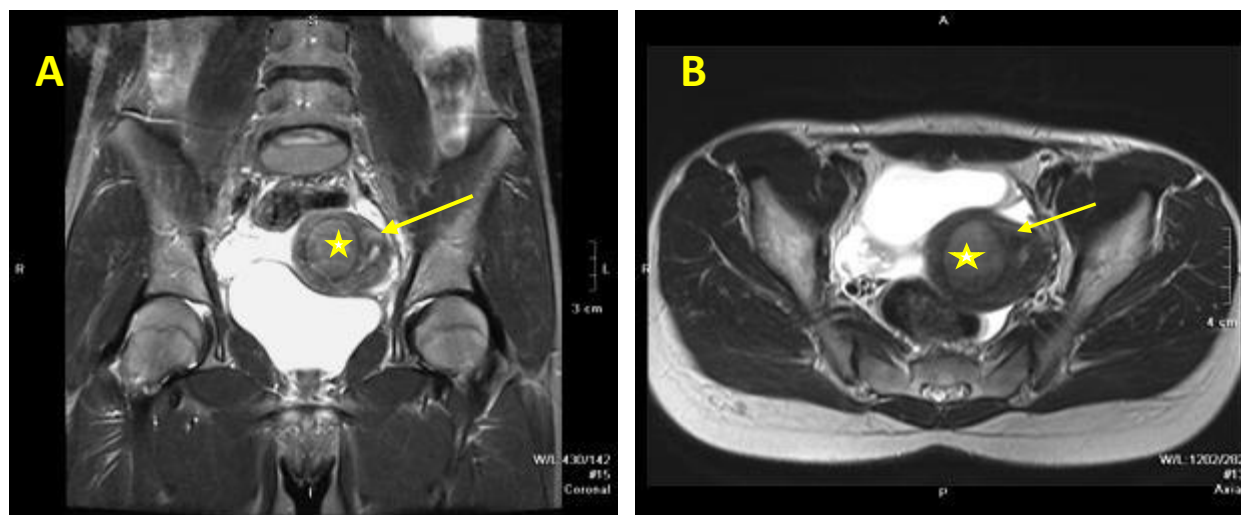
IRM efectuată în plan coronal (A) și axial (B) în ponderație T2 pacientei T., 15 ani. Uterul septat asimetric cu conturul convex a fundului uterin, colecție hemoragică cu hiperintensitatea semnalului (hematometra) în cavitatea uterină dreaptă (*), cornul uterin stâng comprimat și deplasat lateral spre stângă. Septul cavității uterine cu semnalul hipointens este bine determinat (→). Lipsa hematosalpinxului ipsilateral (figura publicată anterior) [3]
